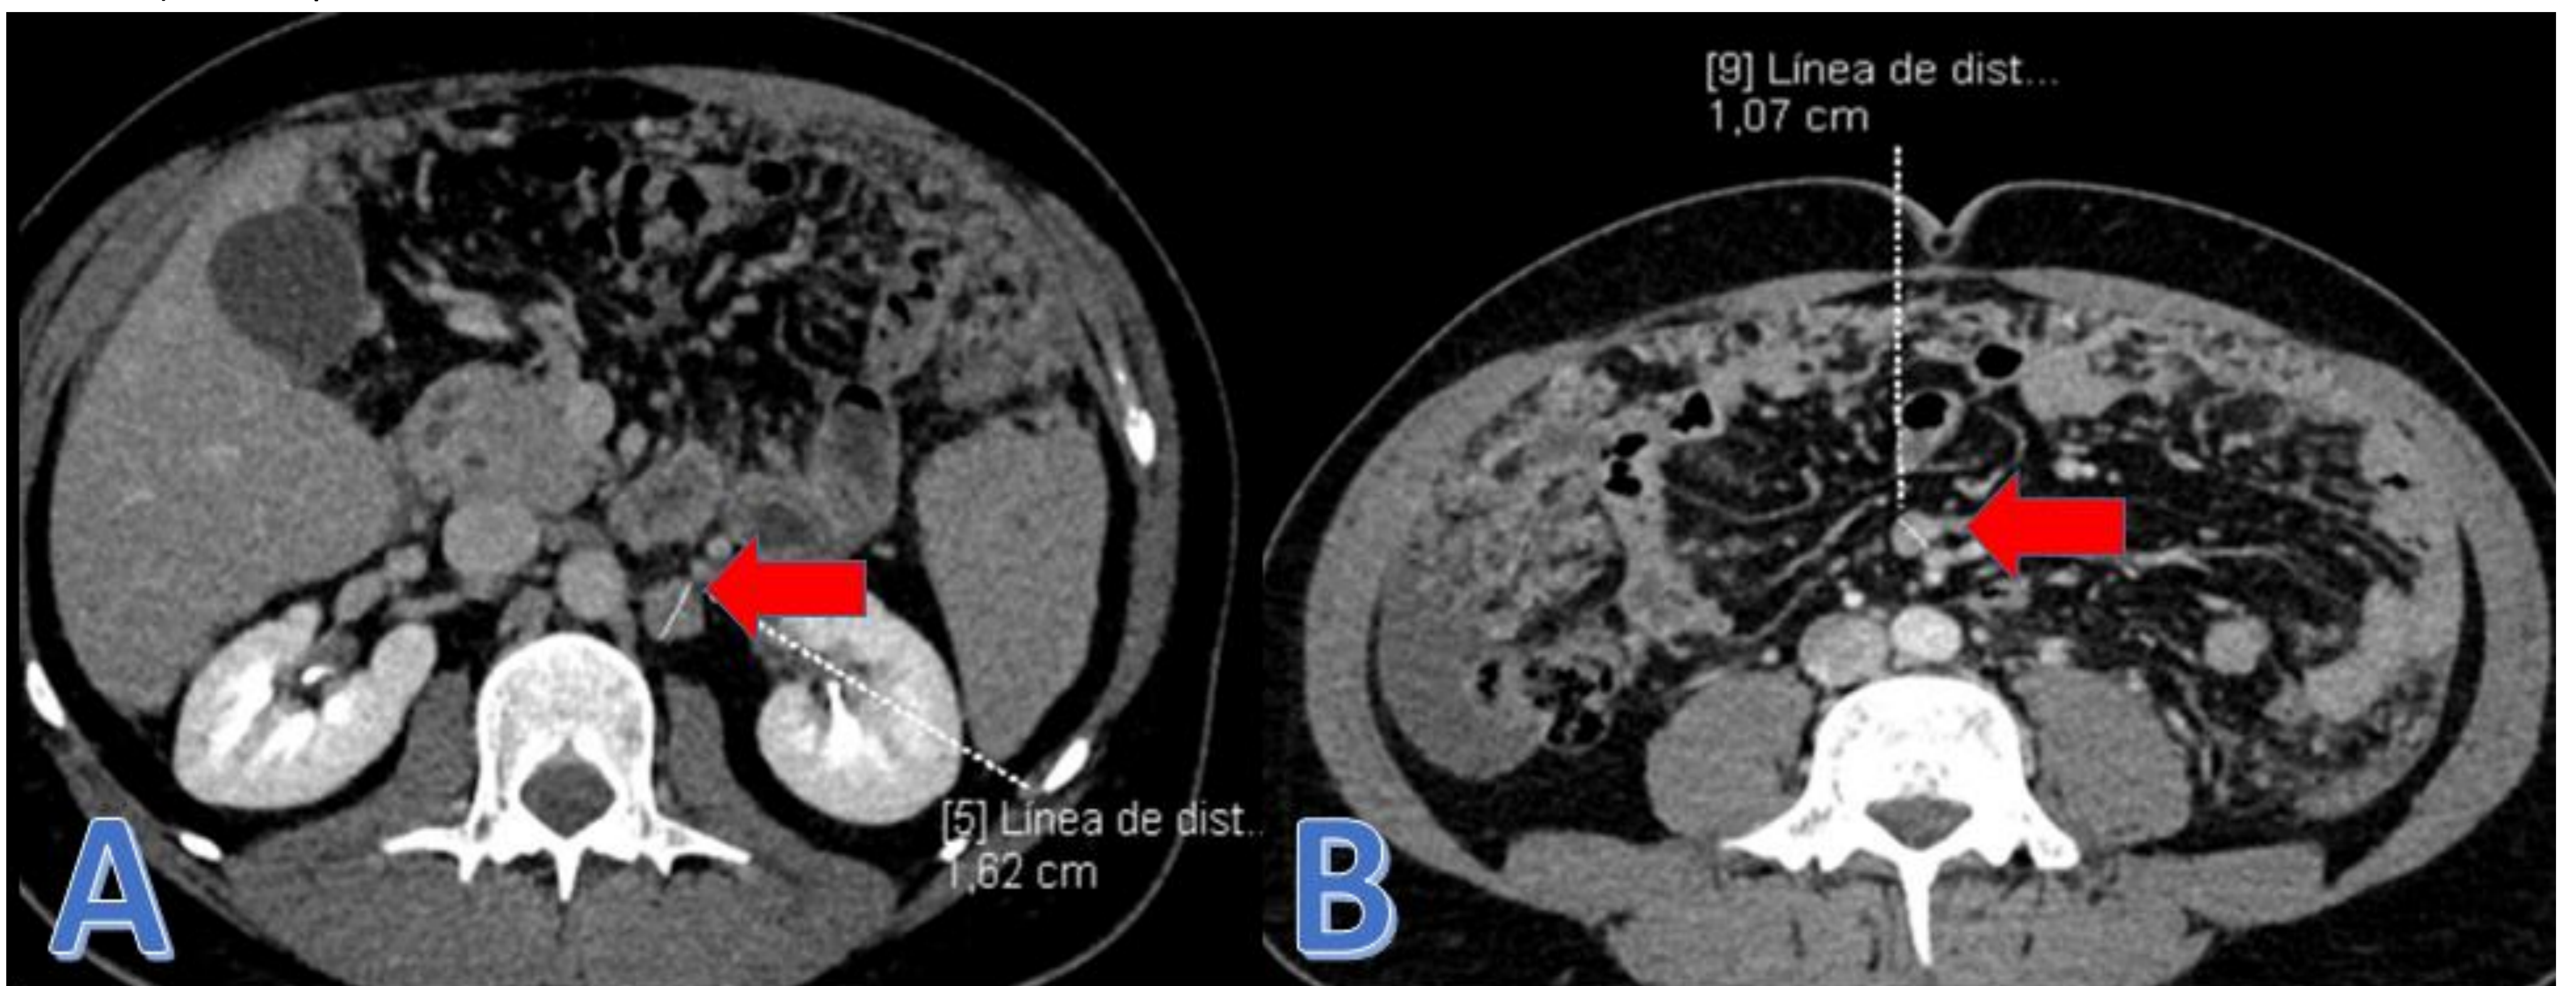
TC abdomen de abdomen con contraste cortes sagital y axial (paciente de figura 1): Se observa adenopatías con centro hipodenso en retroperitoneo (A) y en cadena iliaca derecha (B): flechas amarillas, de aspecto necrótico, en el contexto de un paciente con Tuberculosis peritoneal por BCG (Ver Figura 1)
